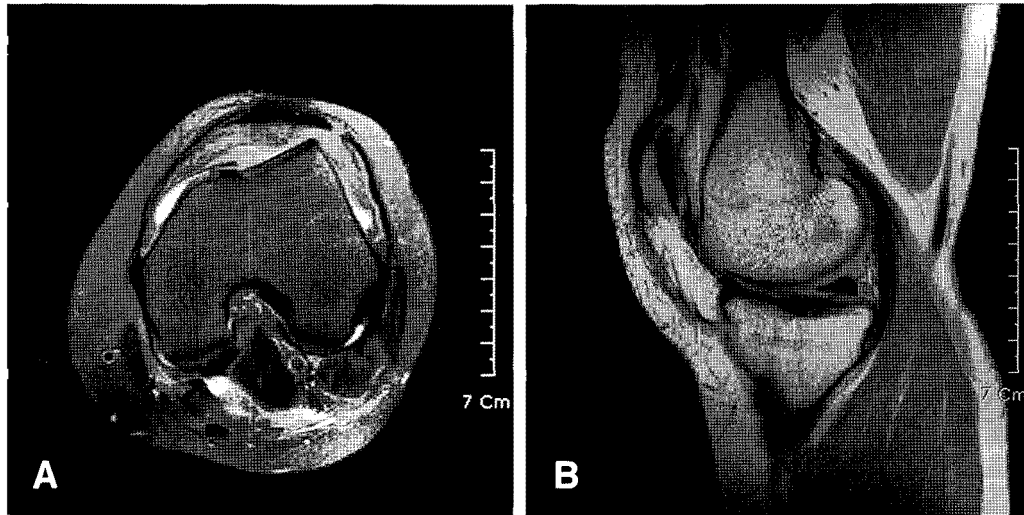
In a 33-year-old woman with right knee pain, T2-weighted MR image shows a low signal band like structure at the medial patellar area. (A) Axial fat suppressed, T2-weighted MR image. (B) Sagittal, T2-weighted MR image.
